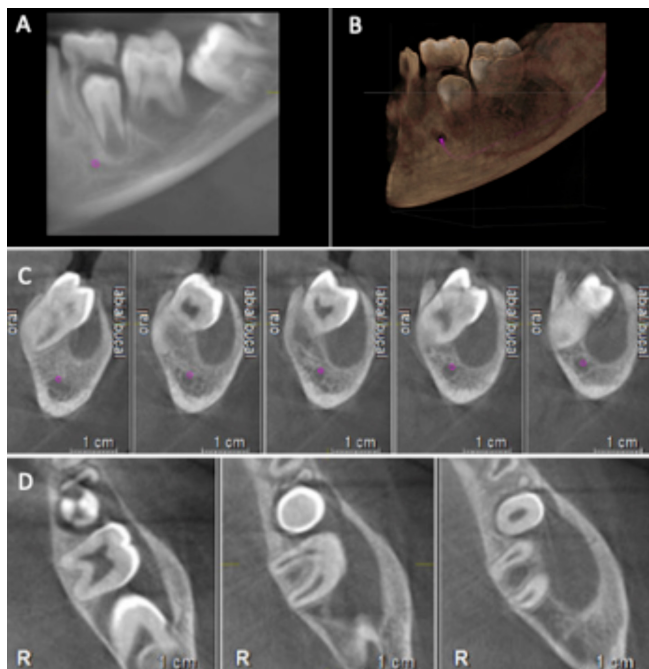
Examen de tomografía computarizada de haz cónico: (A) Imagen panorámica, (B) Reconstrucción tridimensional, (C) Cortes transversales, y (D) Cortes axiales. Se observa diente 3.6 en infraoclusión y vestibuloversión marcada, con presencia de una extensa imagen hipodensa pericoronaria vestibular, con expansión de cortical ósea vestibular y ápices en relación de contacto con cortical ósea lingual.
